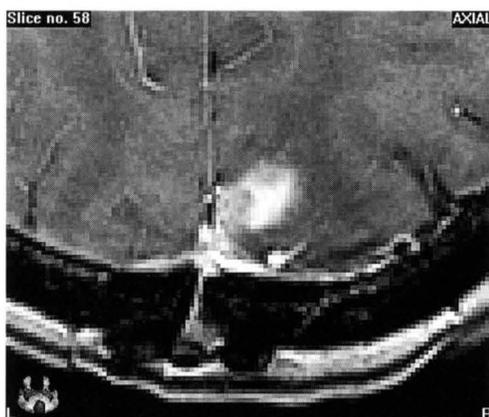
40歳代女性 乳癌術後脳転移 (右後頭葉) ガドテリドール単量投与のMRI T1強調画像である。
